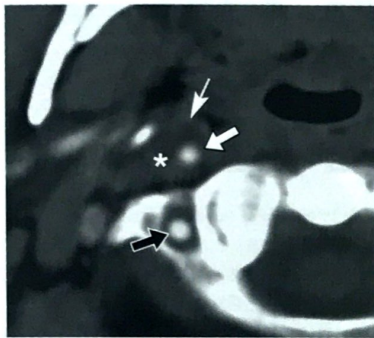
КТ-ангиограмма, аксиальная проекция. Утолщение стенки правой ВСА за счет наличия в ней гематомы (звездочка), просвет артерии (стрелка) сужен, расположен эксцентрично, наружная граница артерии представлена тонкой кольцевидной зоной повышенной плотности (тонкая стрелка). Правая ПА (черная стрелка) не изменена.
